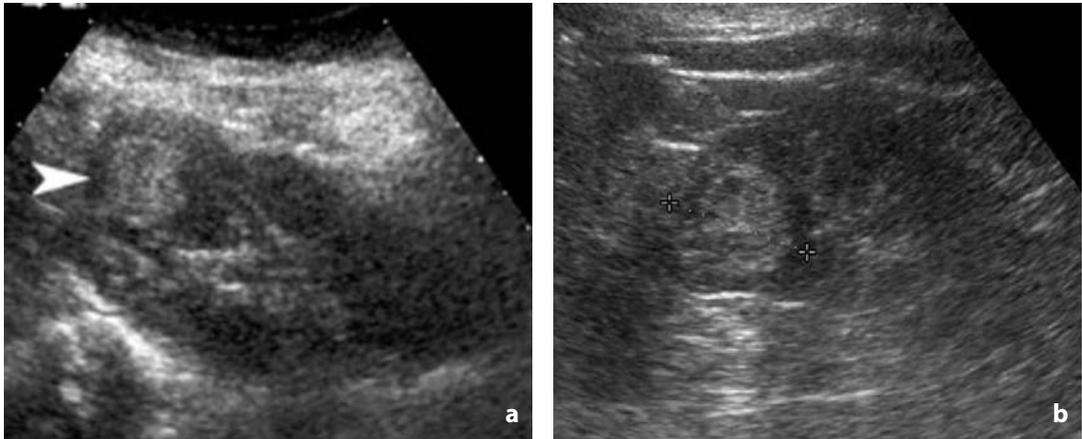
Ecografia. Carcinoma renale. a Al terzo superiore del rene destro lesione solida con componente centrale iperecogena (punta di freccia). b Neoformazione solida iperecogena del polo renale superiore. c Neoformazione solida lievemente iperecogena (freccie) che determina salienza del margine renale
